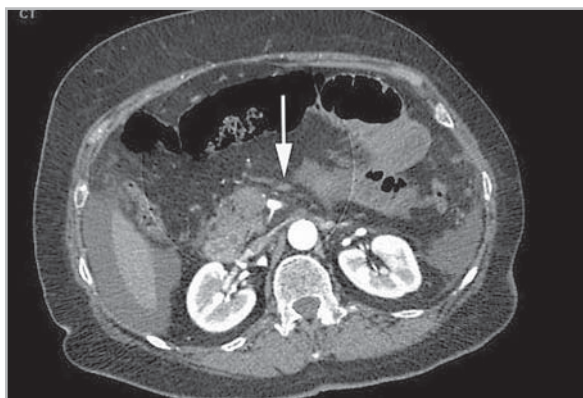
КТ-ангиография (венозная фаза), виден протяженный тромб в нижнебрыжечной вене, асцит — тромбоз нижнебрыжечной вены
